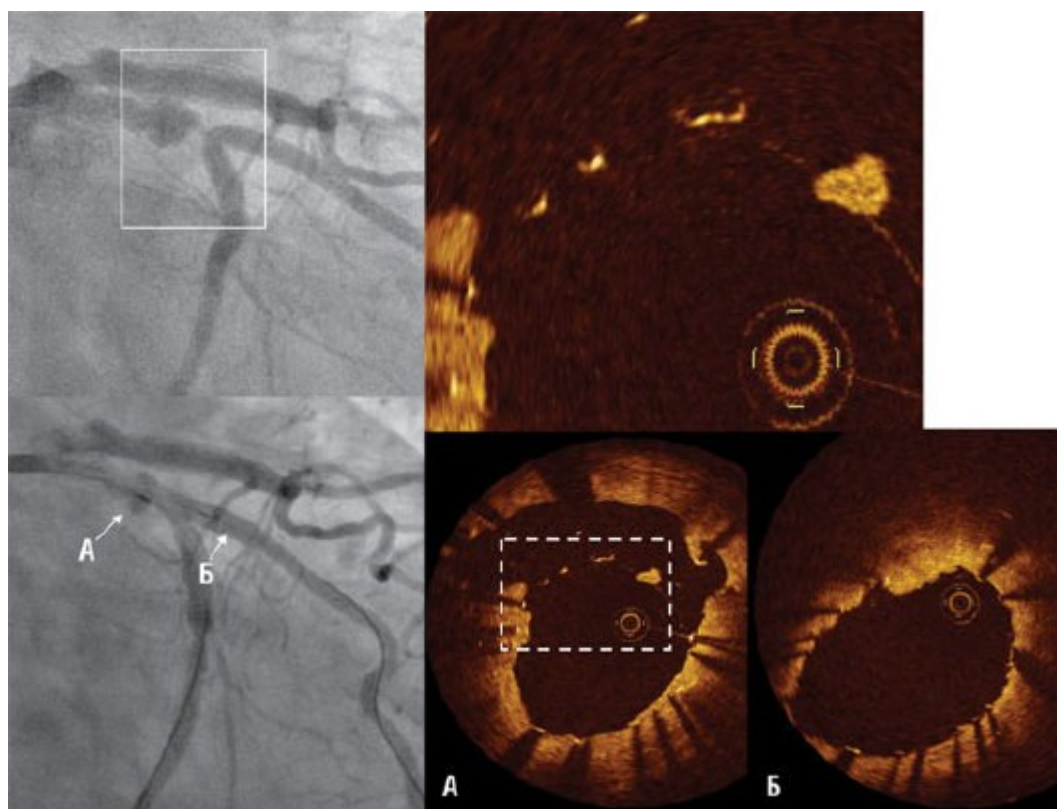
На ангиограмме сверху слева показан выраженный рестеноз по краю стента Cypher®, покрытого сиролимусом, дистальнее фокальной аневризмы, через 14 мес после имплантации. Оптическая когерентная томография (А) после имплантации непокрытого стента более дистально (Б) демонстрирует отсроченно развившуюся неполную аппозицию стента, возникшую в результате положительного ремоделирования стенки. Увеличенное изображение в квадрате, ограниченном точечной линией на рис. А, показывает справа налево: элемент стента, покрытый избыточной мягкой тканью (организованный тромб?), три элемента, не достигшие аппозиции и еще не покрытые тканями, и один элемент с полной аппозицией, покрытый тонким слоем интимы.
